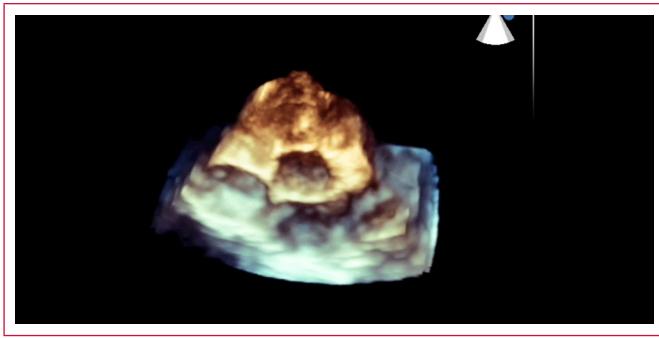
Imágenes de ecocardiograma transtorácico tridimensional (ETT 3D) y 3D color que muestran en reconstrucciones desde el ELPE, con inclinación, el PAo (asterisco) que ocluye parcialmente la CIVIS (flecha), permitiendo un defecto "funcional" de 6.7 mm (A y B). Al reconstruir la vista de superficie septal desde el VI y "quitar" la valva coronariana derecha (C) se observa que el tamaño real del defecto es de 24 x 27 mm en un paciente 16 años con anillo aórtico de 28 mm. AI: aurícula izquierda, VD: ventrículo derecho, VI: ventrículo izquierdo, Ao: aorta, CIA: comunicación interventricular, SIV IZDO: septum interventricular izquierdo
